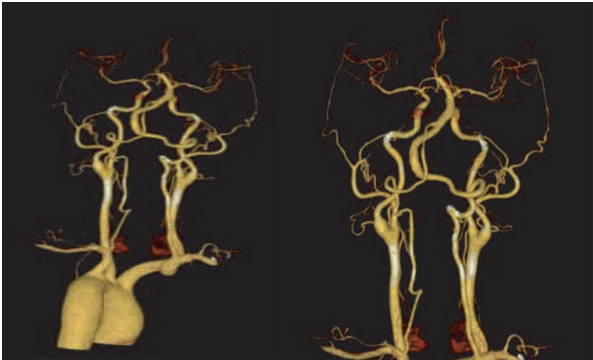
颅脑 CTA 示右椎动脉末端及基底动脉粗大,基底动脉管径约7.9 mm,局部管壁粥样硬化伴腔内附壁充盈缺损
